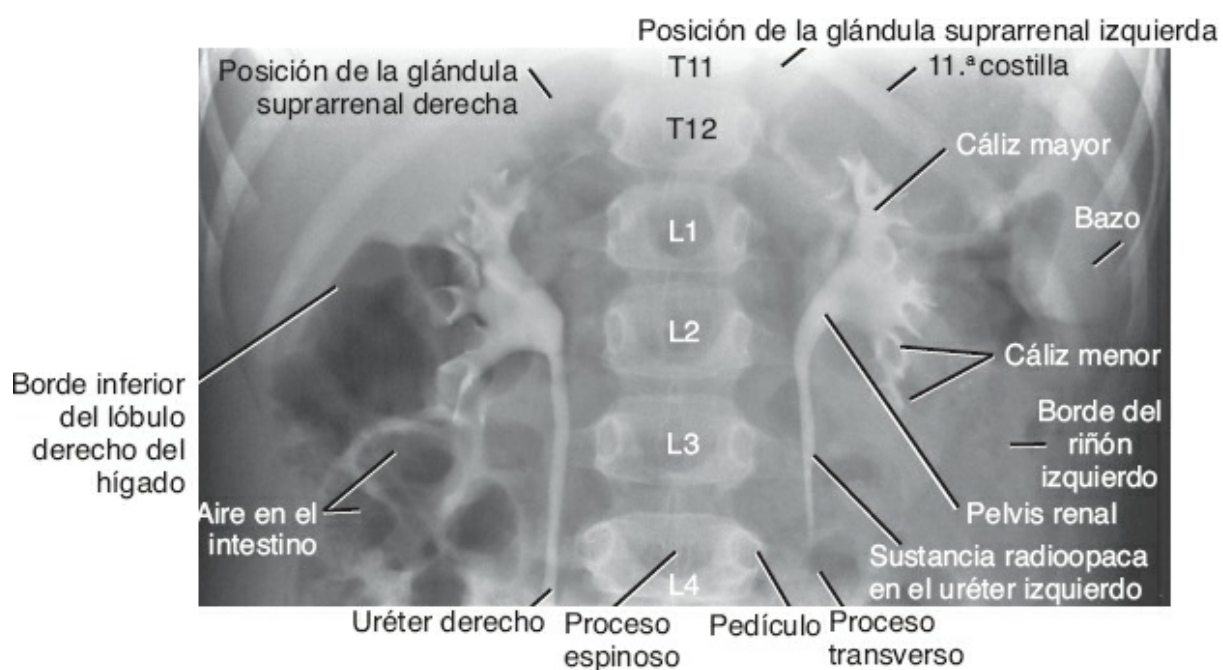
Radiografía anteroposterior de ambos riñones 15 min después de la inyección de una sustancia yodada. Los cálices, la pelvis renal y las porciones superiores de los uréteres se visualizan claramente (niña de 5 años de edad).
